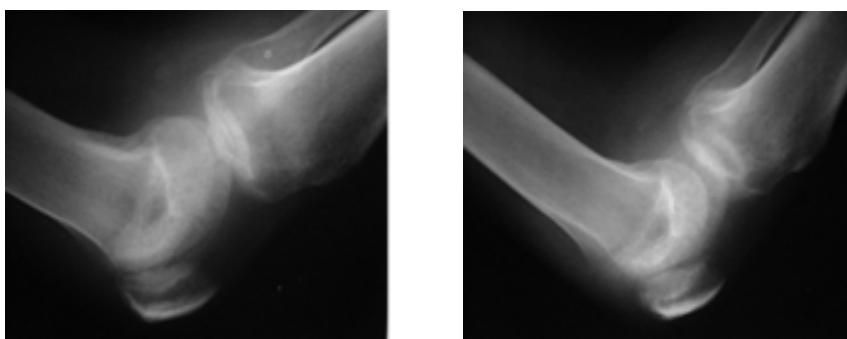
Radiografías laterales de ambas articulaciones donde además de la osteoporosis descrita se visualiza esclerosis anterior de las rótulas.
